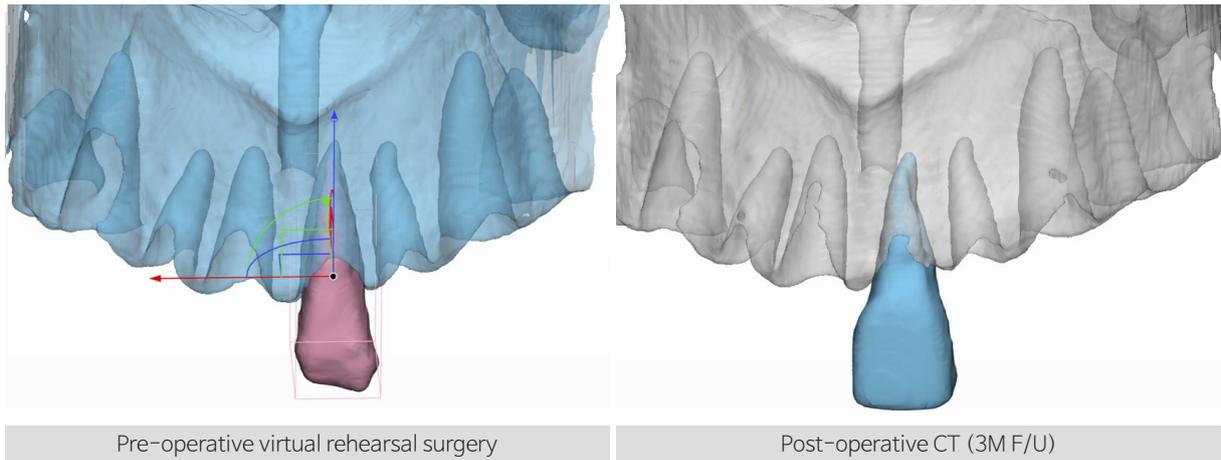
가상 모의 수술 (Virtual Rehearsal Surgery) 시행 후 3차원 영상과 술 후 CBCT 영상 비교
